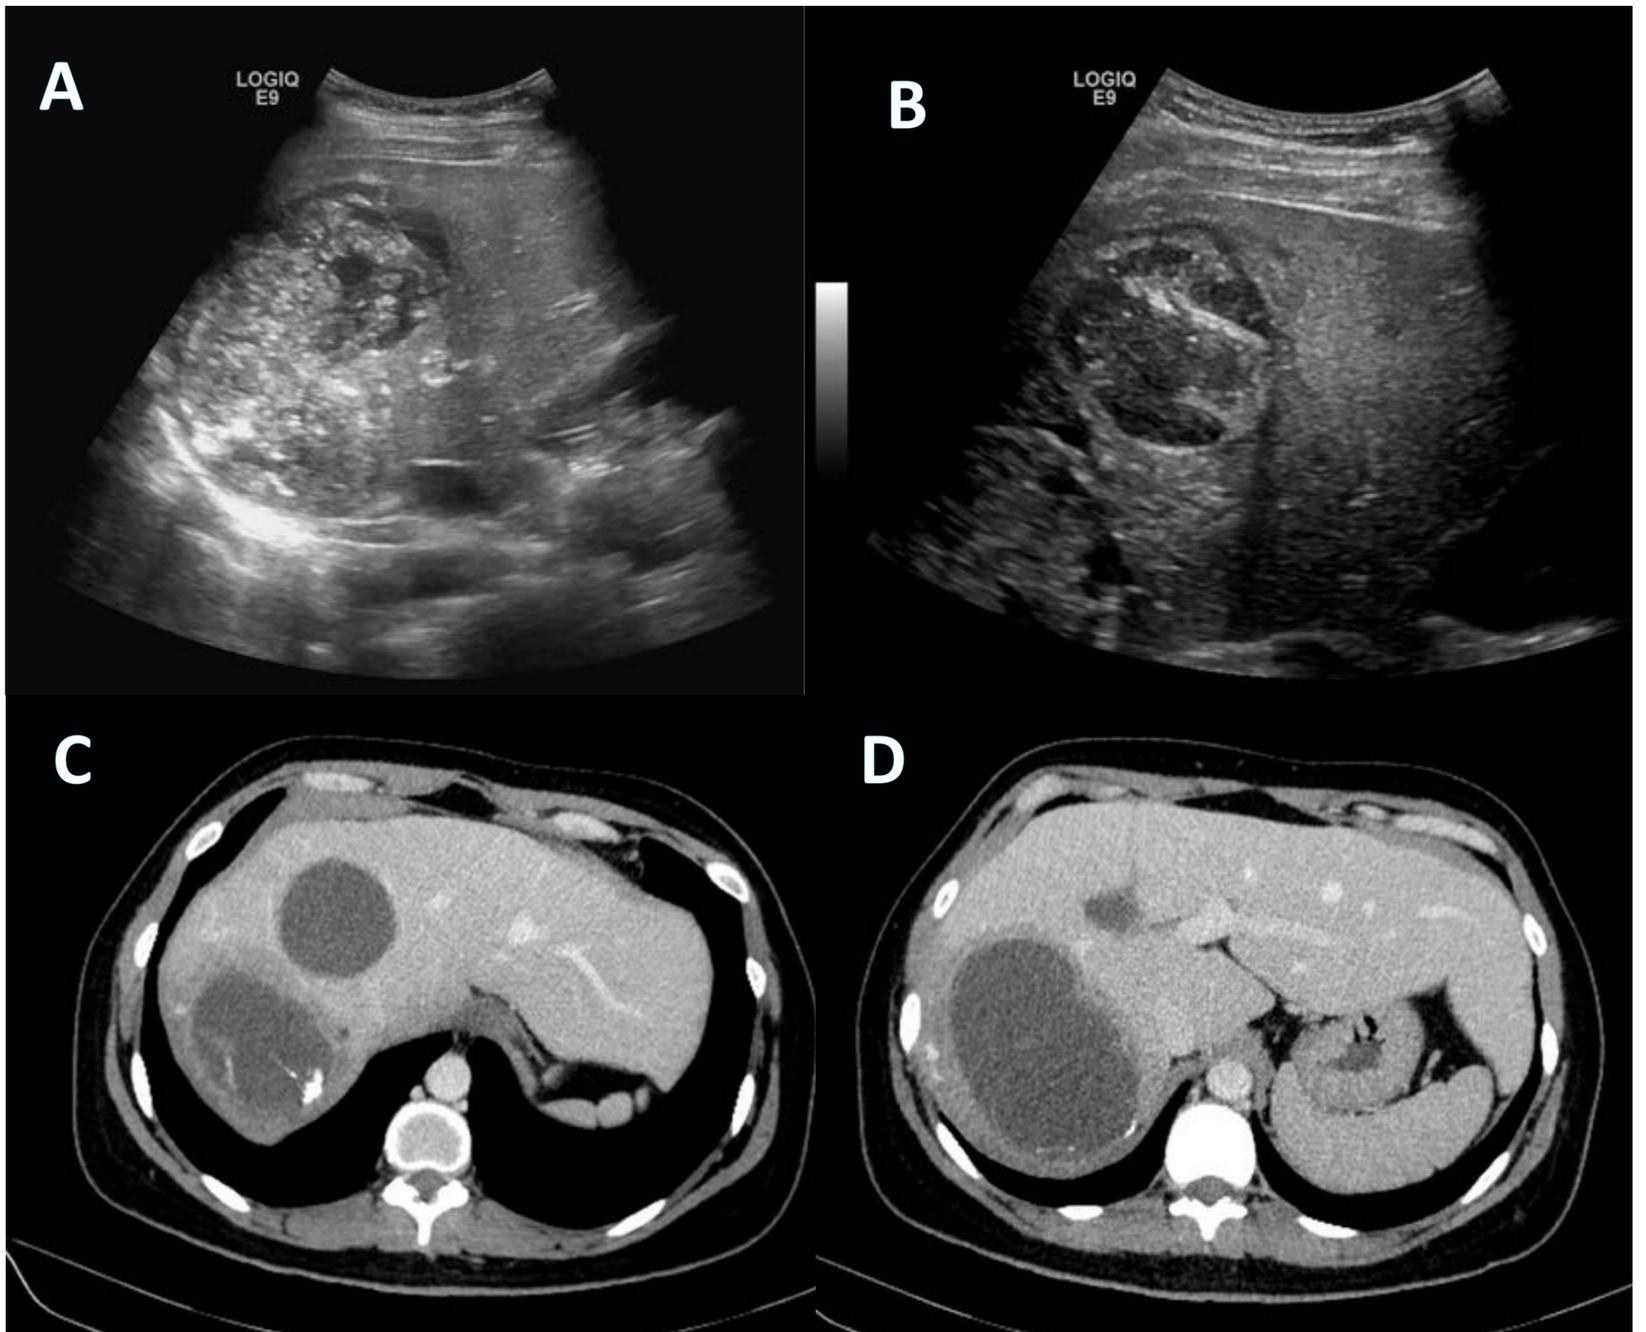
Quistes hidatídicos. En el mismo paciente que presenta dos lesiones complejas hepáticas. A y B por ecografía: lesiones heterogéneas hiperecogénicas, la (A) con membranas internas en su interior. C y D por TC : lesiones hipodensas, la lesión más grande con calcificaciones lineales internas y periféricas. References: Hospital Universitari de Tarragona Joan XXIII/ES.
